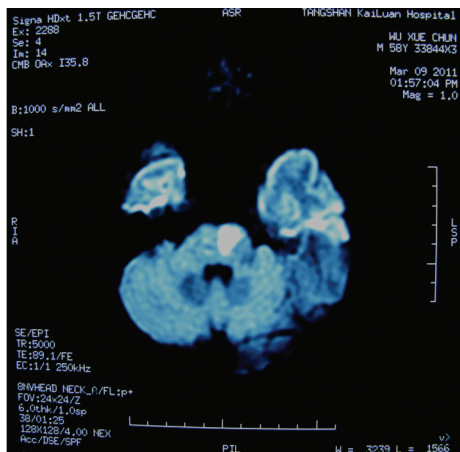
头颅 DWI 桥脑偏左侧急性期脑梗死。
